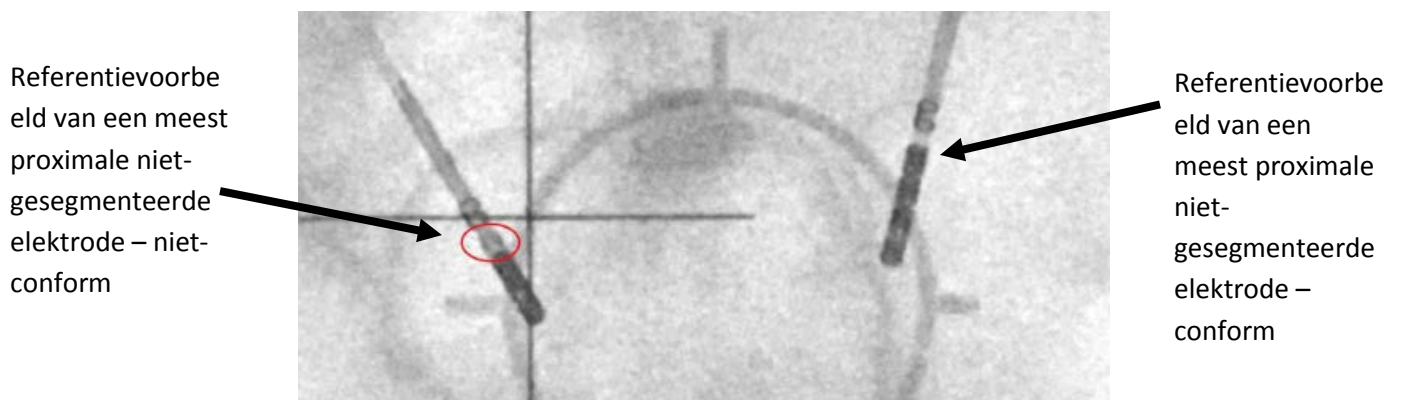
toont een voorbeeld van een fluoroscopische laterale röntgenfoto met een niet-conforme en een conforme elektrode.
